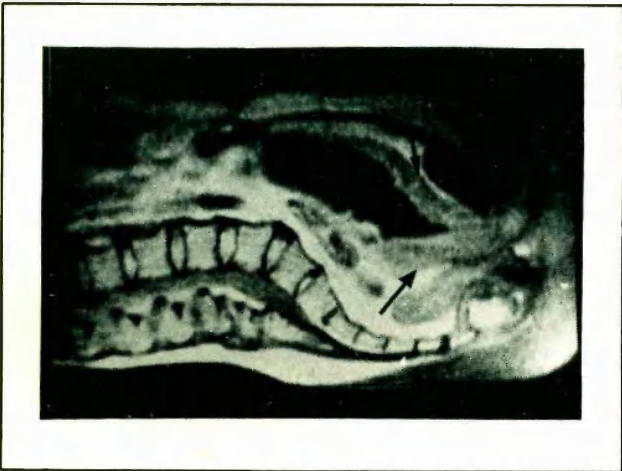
RMN. Corte sagital. Invasión de pared vesical anterior y posterior (flechas).
